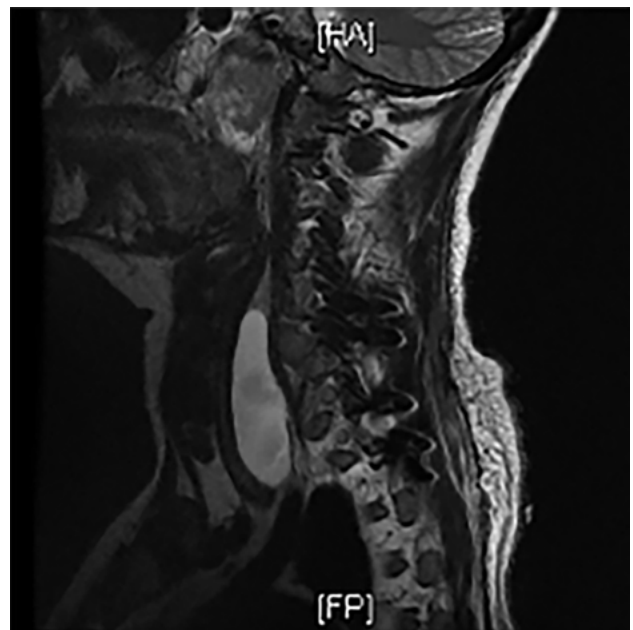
RMN que muestra colección de LCR prevertebral.
